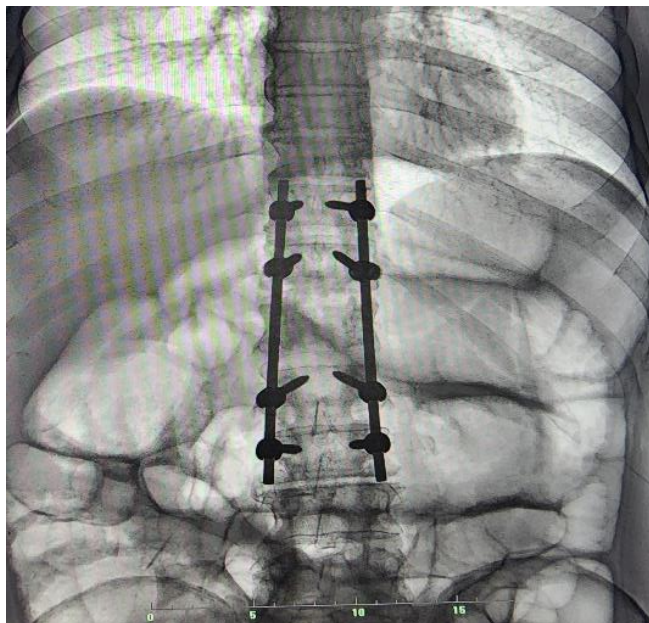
Рисунок (лежа). На рентгенограмме органов брюшной полости определяется выраженная пневматизация толстой кишки, характерная для паралитической непроходимости
